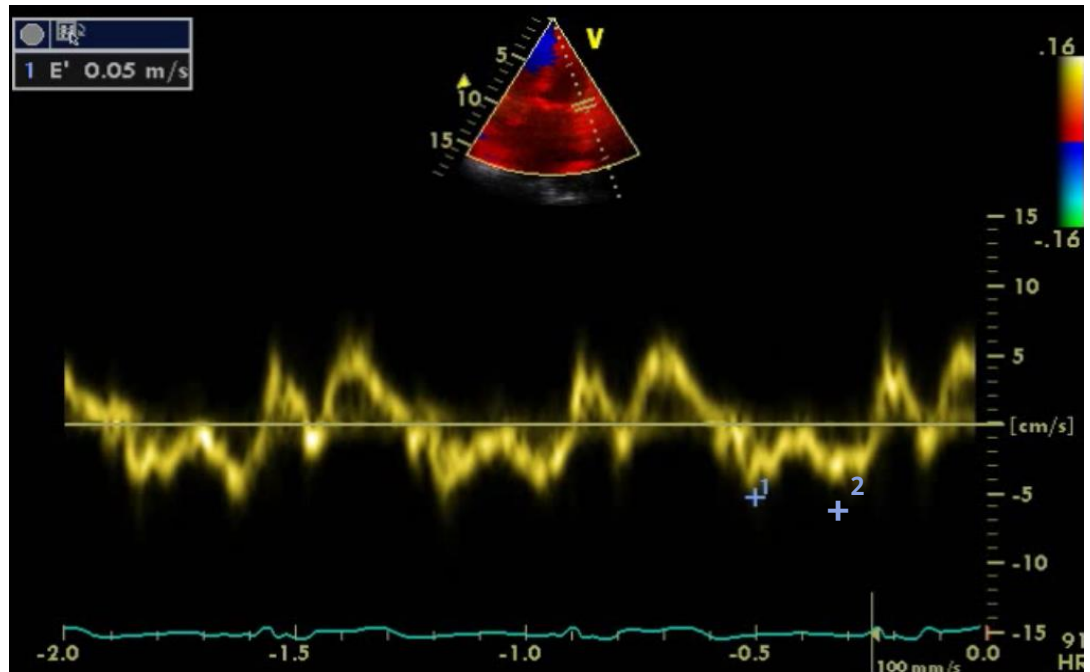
Ejemplo medición Doppler tisular.
